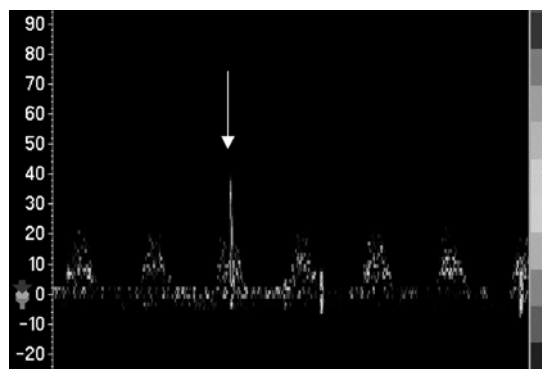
Transcranial Doppler monitor.
